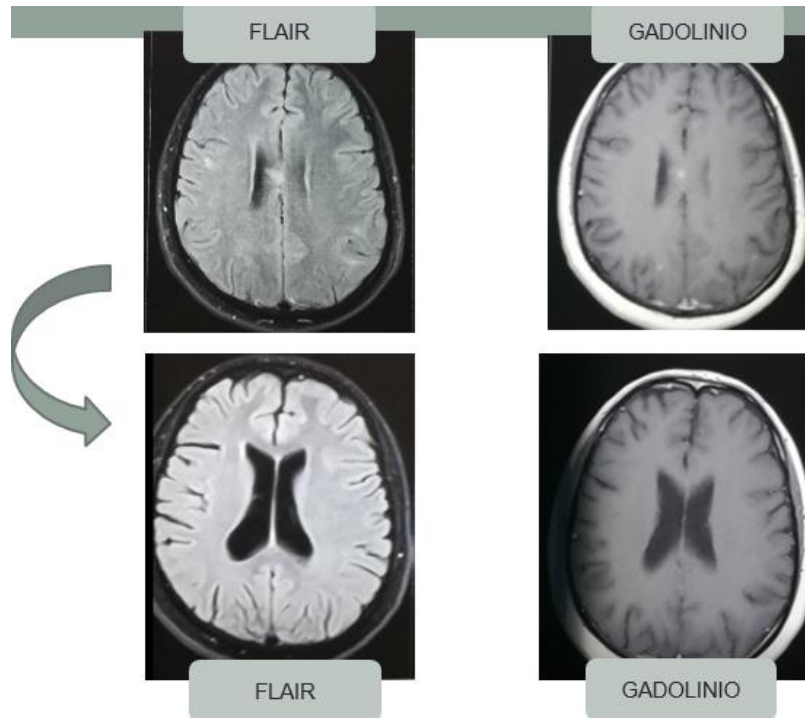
RMN cerebral antes y después de completar los 6 pulsos de ciclofosfamida.
